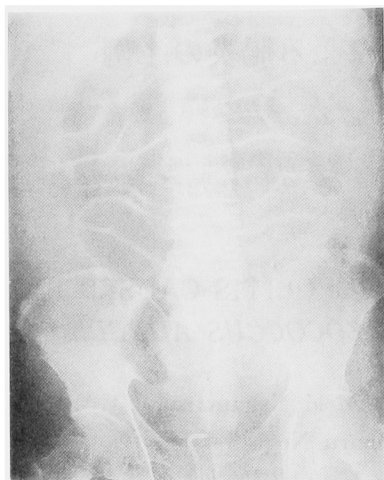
腹部X線：小腸内腔の拡張と小腸壁の肥厚が認められる
